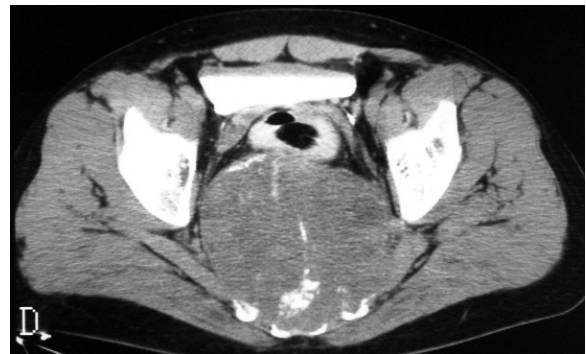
Chordome sacro-coccygien. Coupe TDM axiale : masse présacrée calcifiée de la ligne médiane.
